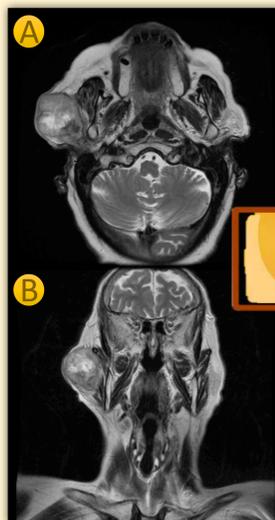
Corte axial (A) y coronal (B) de RM, donde se observa tumoración parotídea derecha de 7 cm
